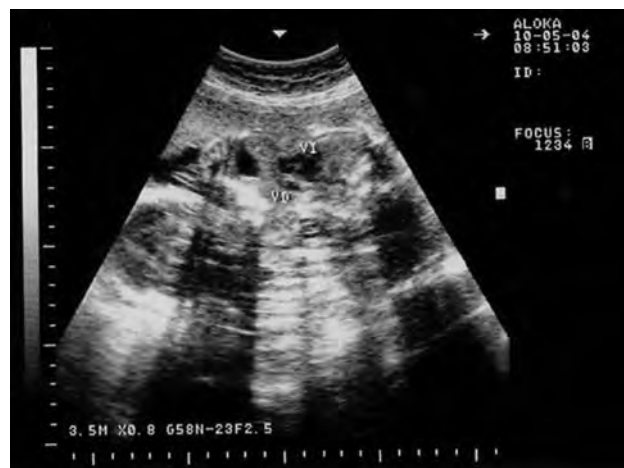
Imagen de ultrasonido donde se visualiza corazón único con cardiopatía compleja, hipertrofia de ventrículo izquierdo, aurícula única.
